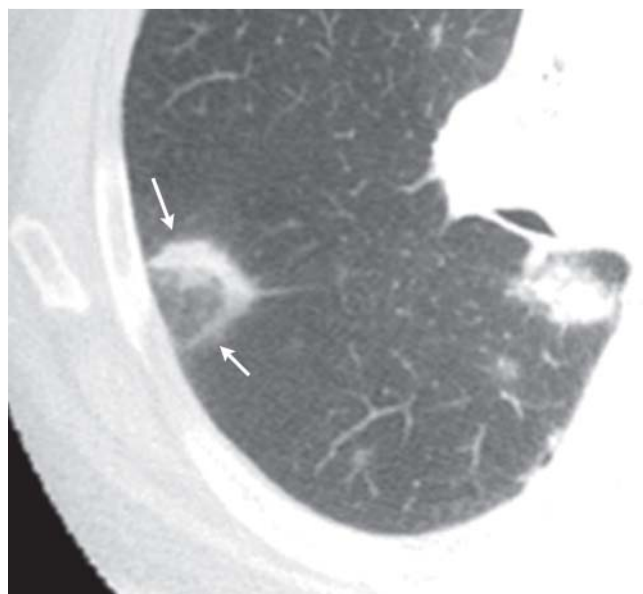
CT mit umgekehrtem Halozeichen (Pfeile).
